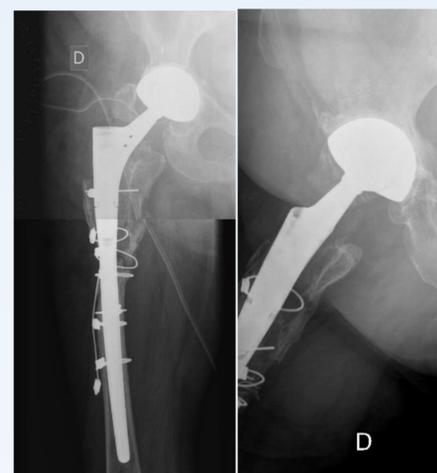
Radiografía de control postoperatoria.
